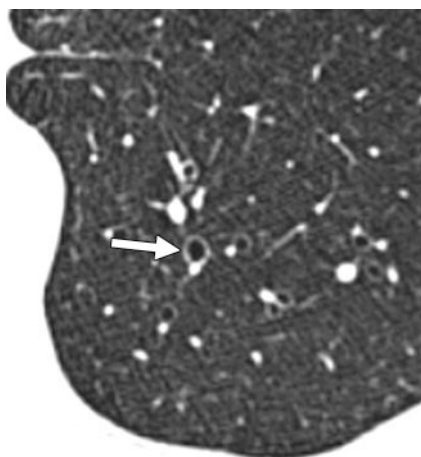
Corte transversal de TAC muestra signo del anillo de sello (flechas).
